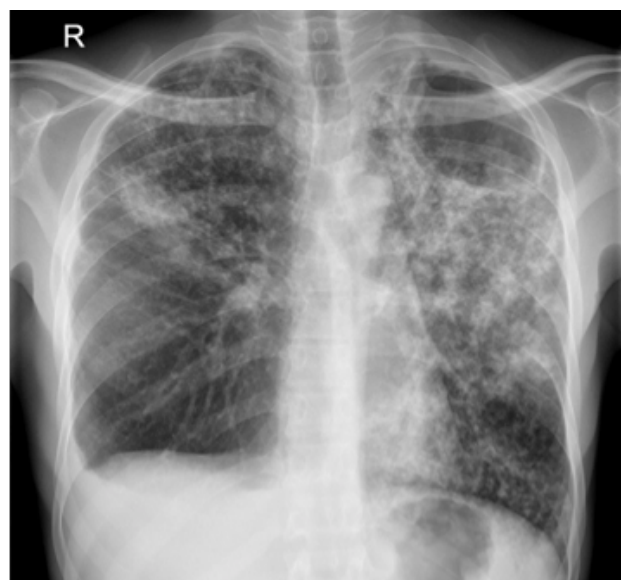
Thoraxröntgenaufnahme eines Patienten mit sputummikroskopisch positiver Lungentuberkulose. Ausgedehnter bilateraler Befall mit asymmetrischen Infiltraten, miliaren Verschattungen und Kavernenbildung.
